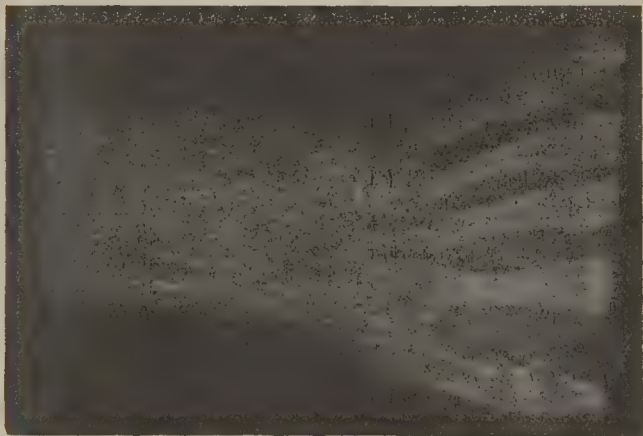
Fracture typique par arrachement avec déplacement modéré. Saillie de l'apophyse styloïde du cubitus. Radiographie d'après Oberst.
